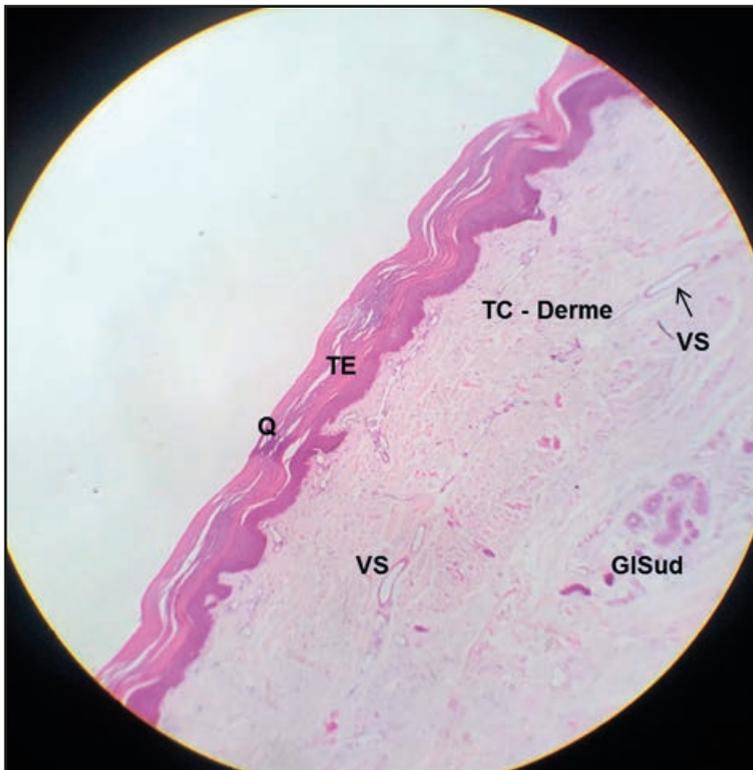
Tecido conjuntivo – pele grossa. TE: tecido epitelial espesso; Q: queratina; TC: tecido conjuntivo (derme); VS: vaso sanguíneo; GISud: glândula sudorípara. Ampliação: 40x. (HE).
